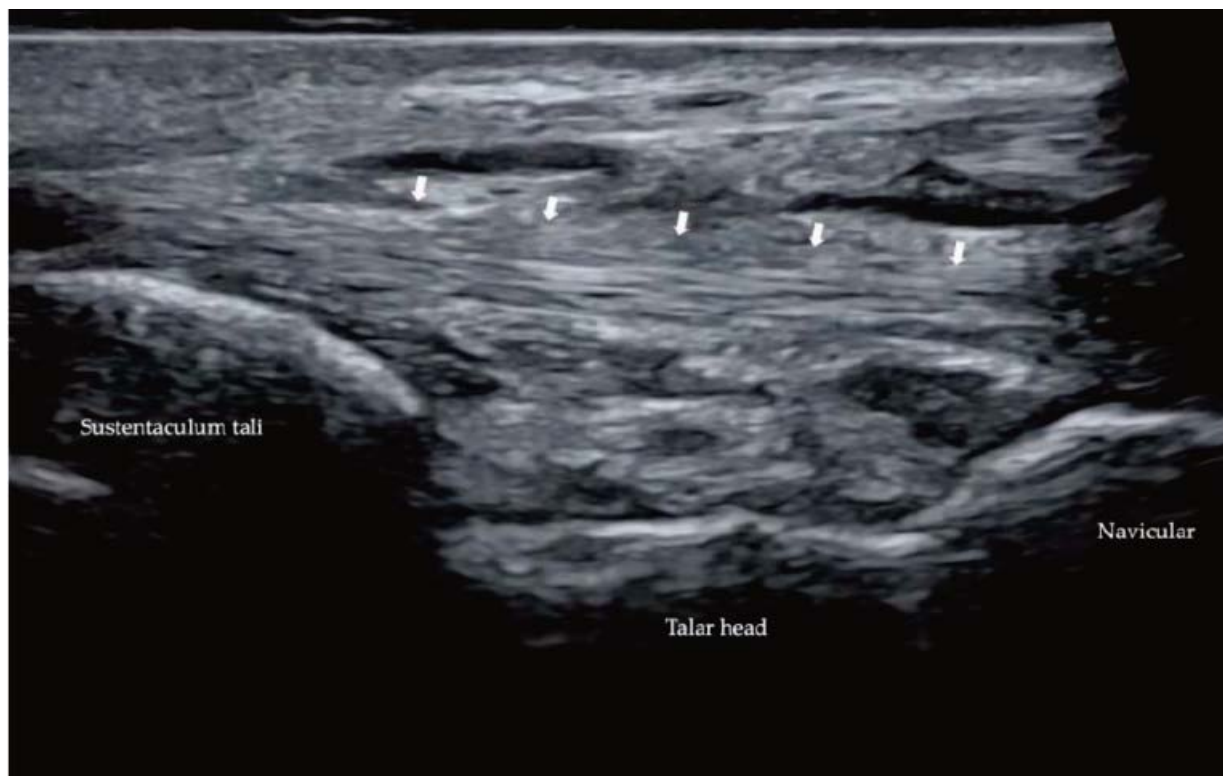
Ecografia do ligamento calcaneonavicular plantar (spring ligament), assinalado pelas setas brancas.
